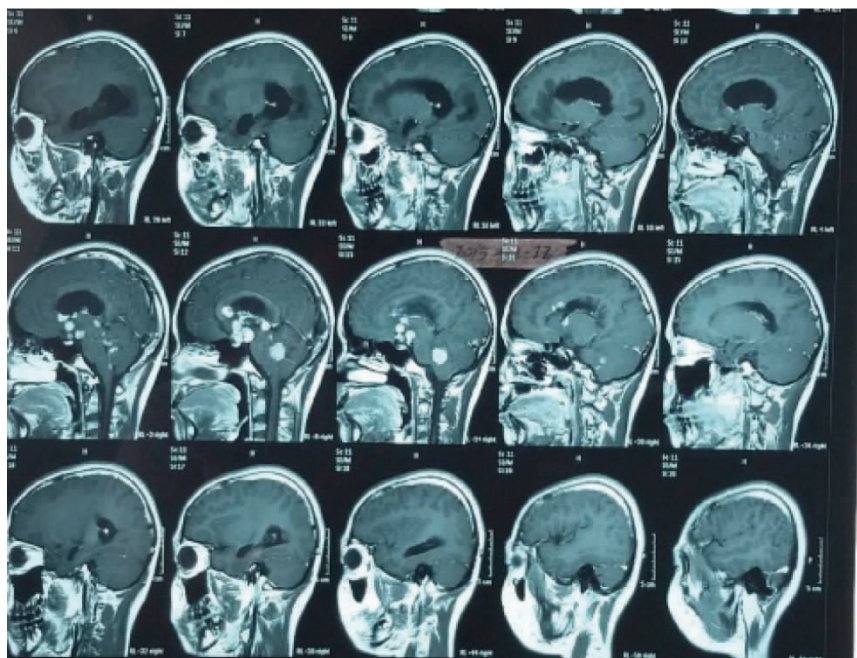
Cranial MRI on December 20,2015
